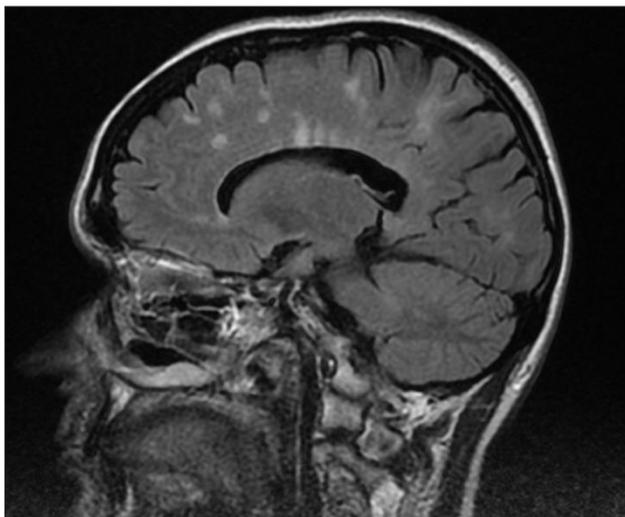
МРТ головного мозга, сагиттальная проекция, режим FLAIR: множественные очаги демиелинизации в лобной, теменной и затылочной долях, расположенные юкстакортикально, перивентрикулярно и перпендикулярно по отношению к мозолистому телу
